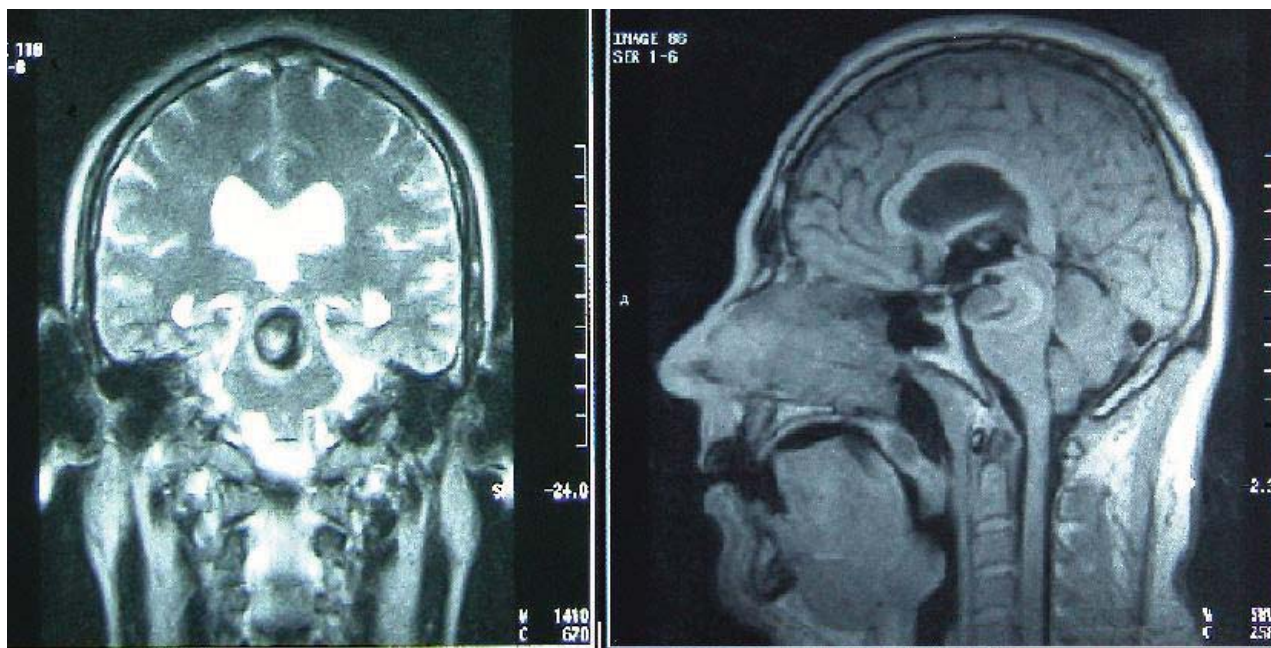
Anevristm gigant al arterei bazilare cu dimensiuni cca 3,0 pe 2,0 cm, cu prezența maselor trombotice în lumen, tomografie prin rezonanță magnetică, 2004
